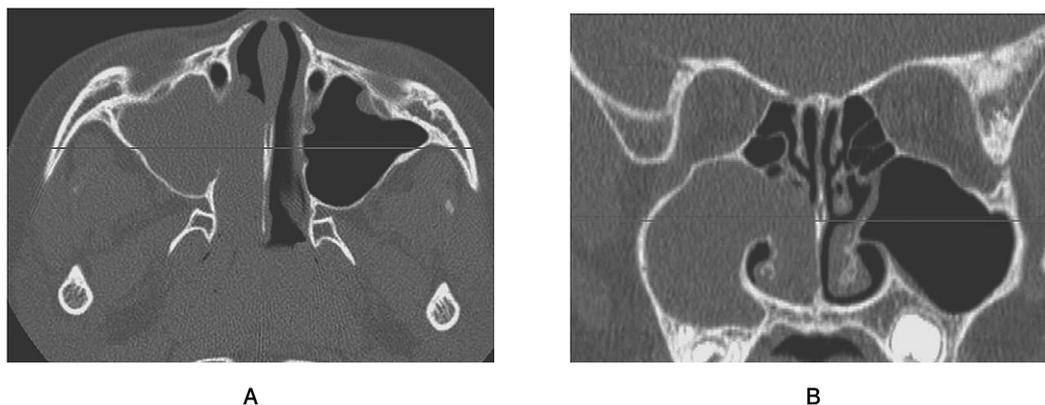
術前 CT (A: 水平断 B: 冠状断): 右上顎洞から右鼻腔, 上咽頭に連続する軟部組織陰影を認める。
